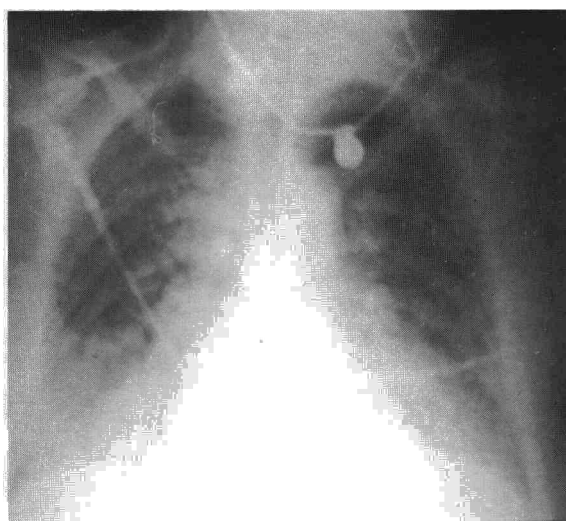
Radiografía de tórax realizada al ingreso que muestra edema intersticio-alveolar difuso.
